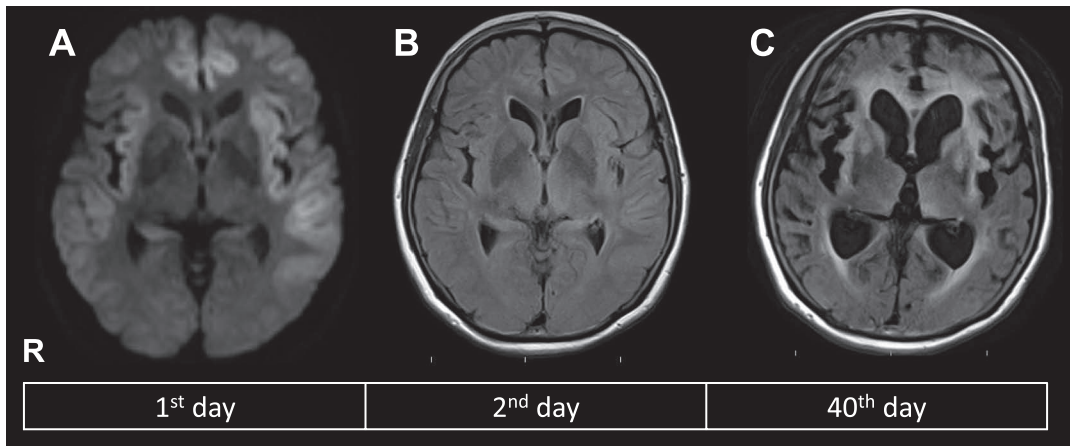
Brain MRI on 1 to 40 days after admission.
